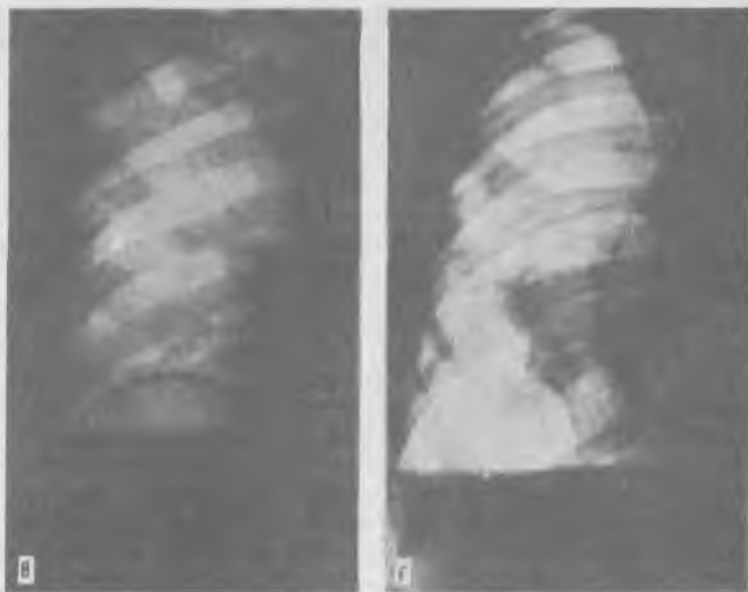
Рентгенограммы легких при раке, выраженном различными рентгенологическими синдромами.
